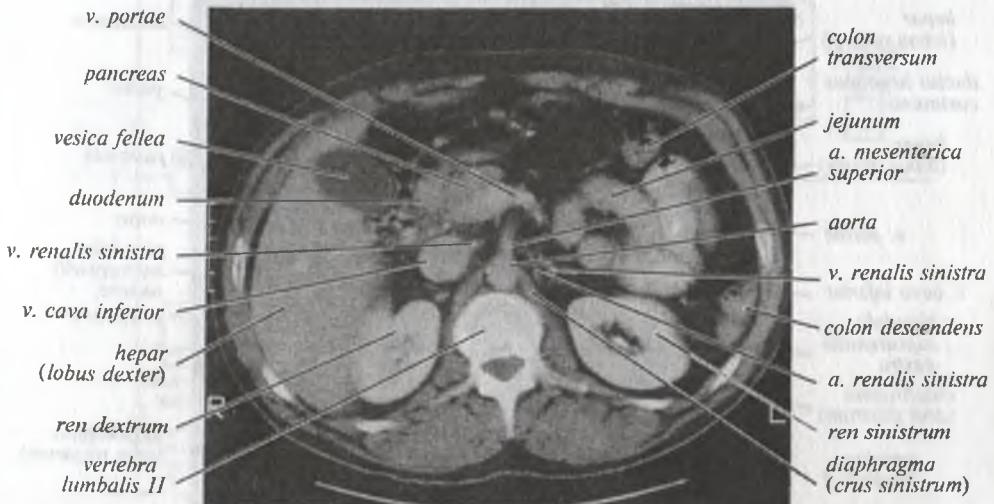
Компьютерная томограмма области живота. Поперечный срез на уровне II поясничного позвонка
